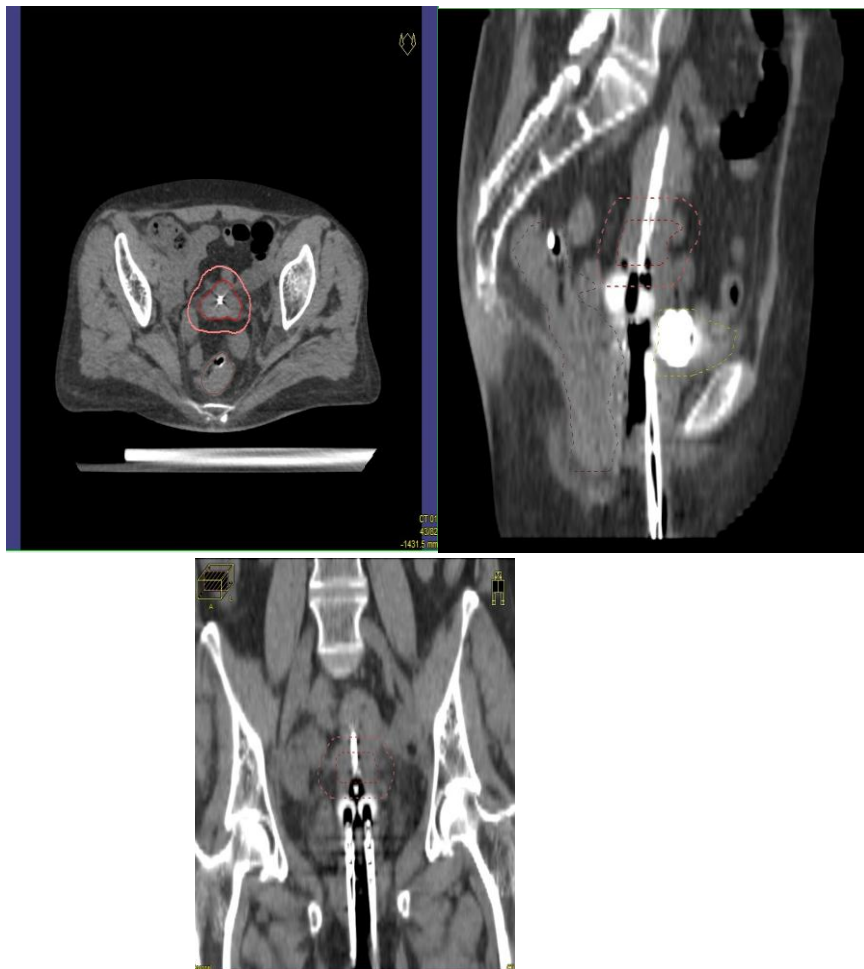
Ejemplo de contorneo con TAC . Rojo HRCTV , Rosa : IRCTV.
